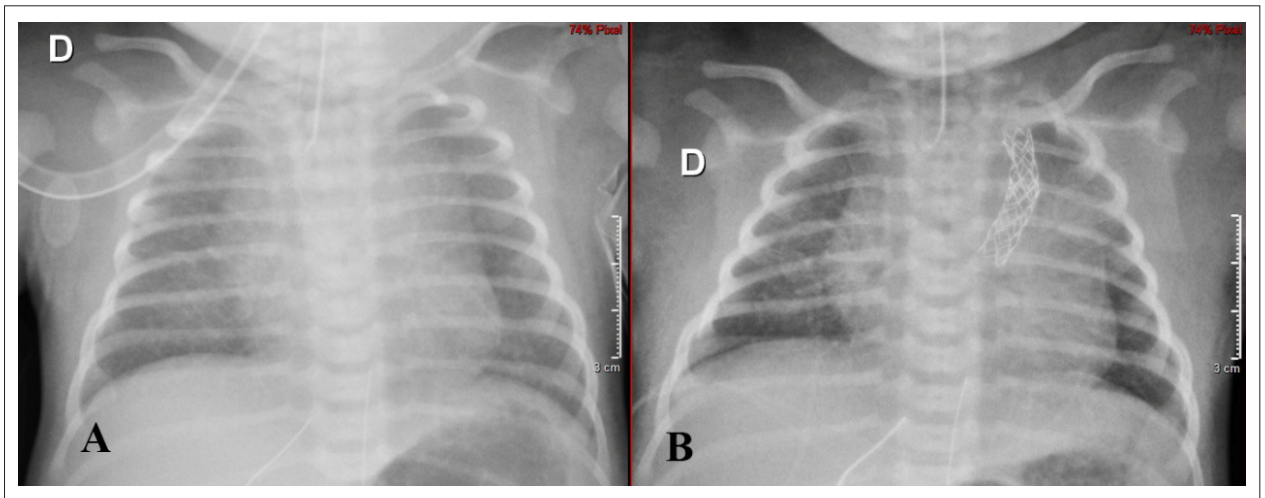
Radiografía de tórax. A) Después de nacimiento evidenciando edema pulmonar importante. B) Después de implante de “stents” en la vena vertical ascendente con mejora del edema pulmonar.
